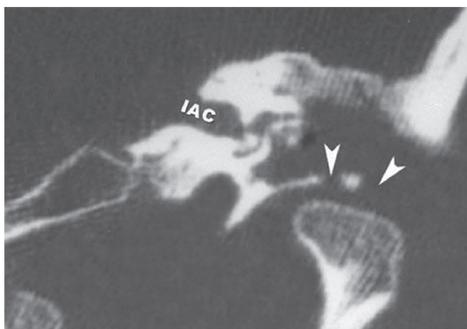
Туберкулез височной кости с поражением височно-нижнечелюстного сустава (данные компьютерной томографии); деструкция суставной ямки височно-нижнечелюстного сустава
